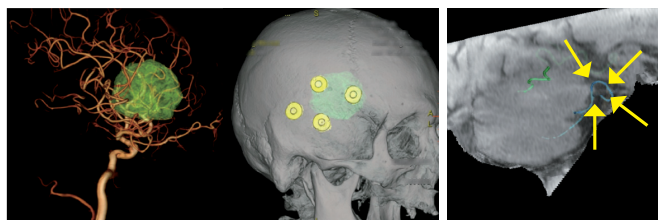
3D-AngioとMRIのFusion画像
